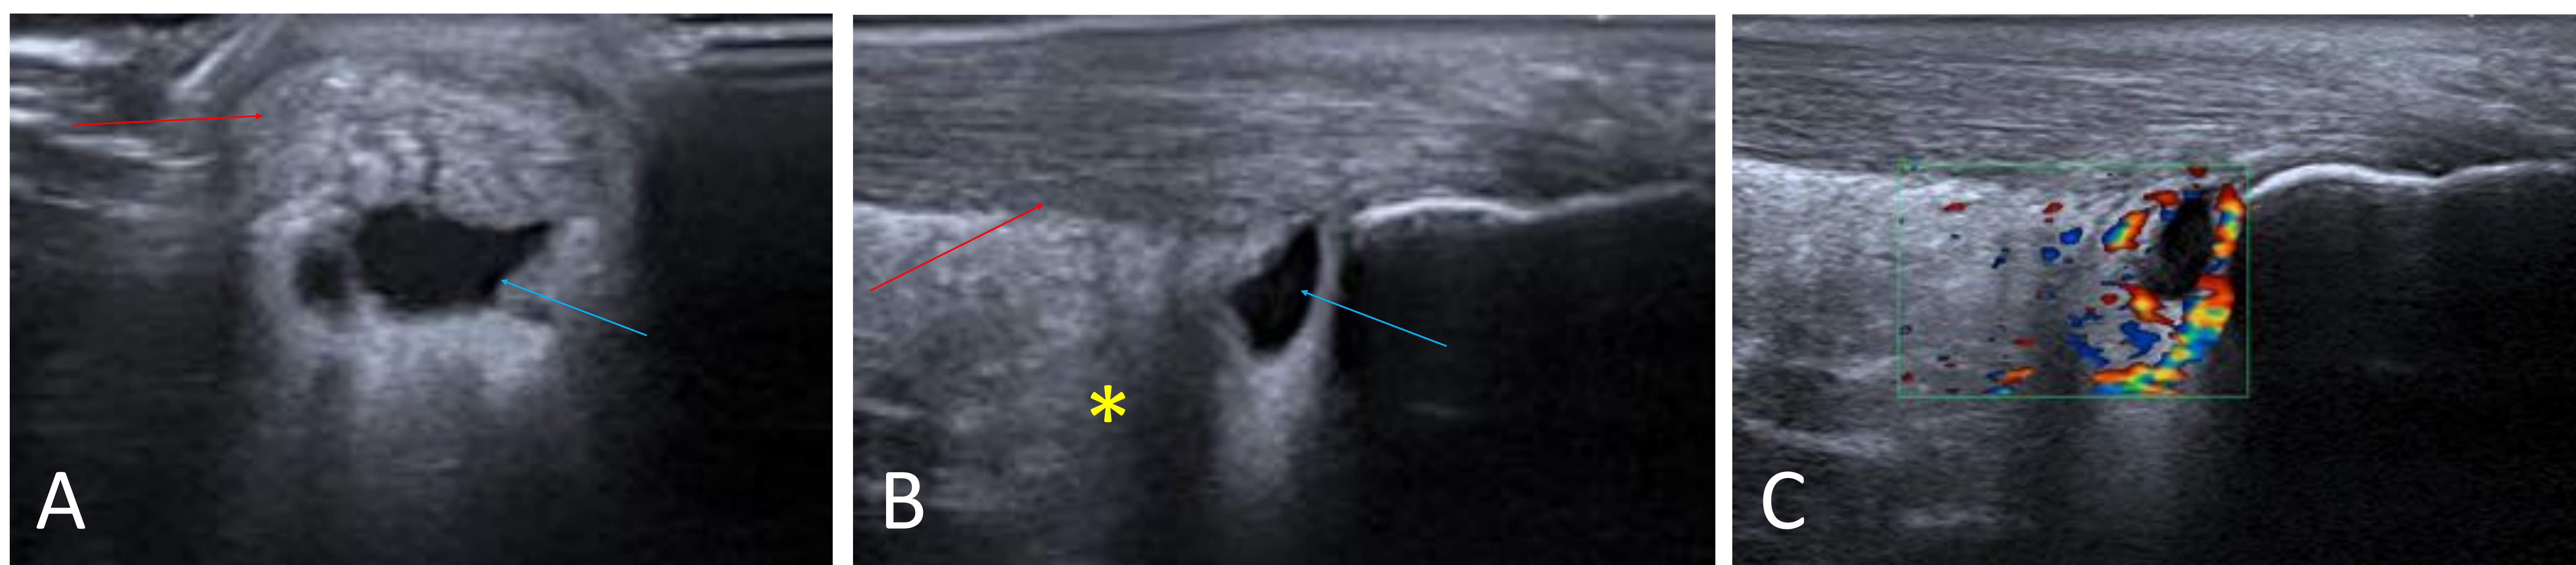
Ecografía de la cara posterior del tobillo.
